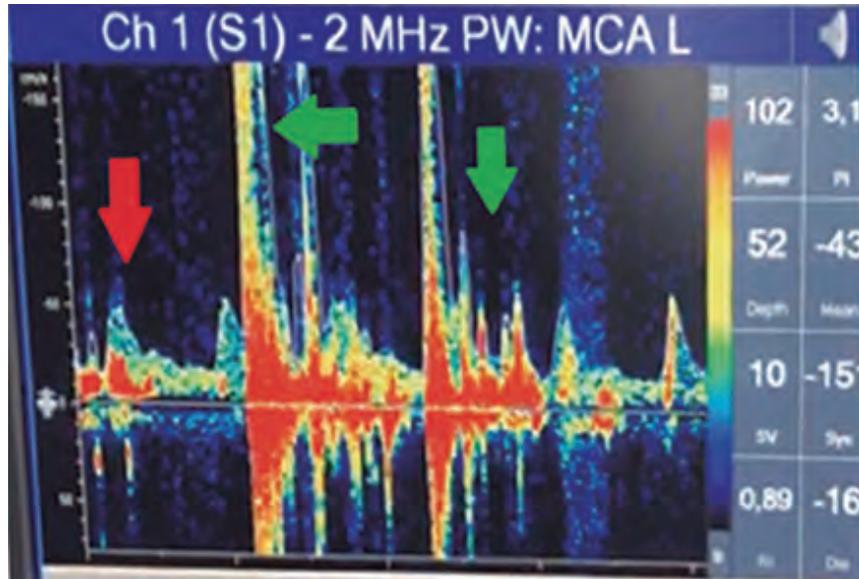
Doppler transcraneal con las ondas que muestran el ritmo de base (flecha roja) y el paso de múltiples microémbolos que interfieren con la señal (Flechas verdes) y generan el signo de la cortina.
